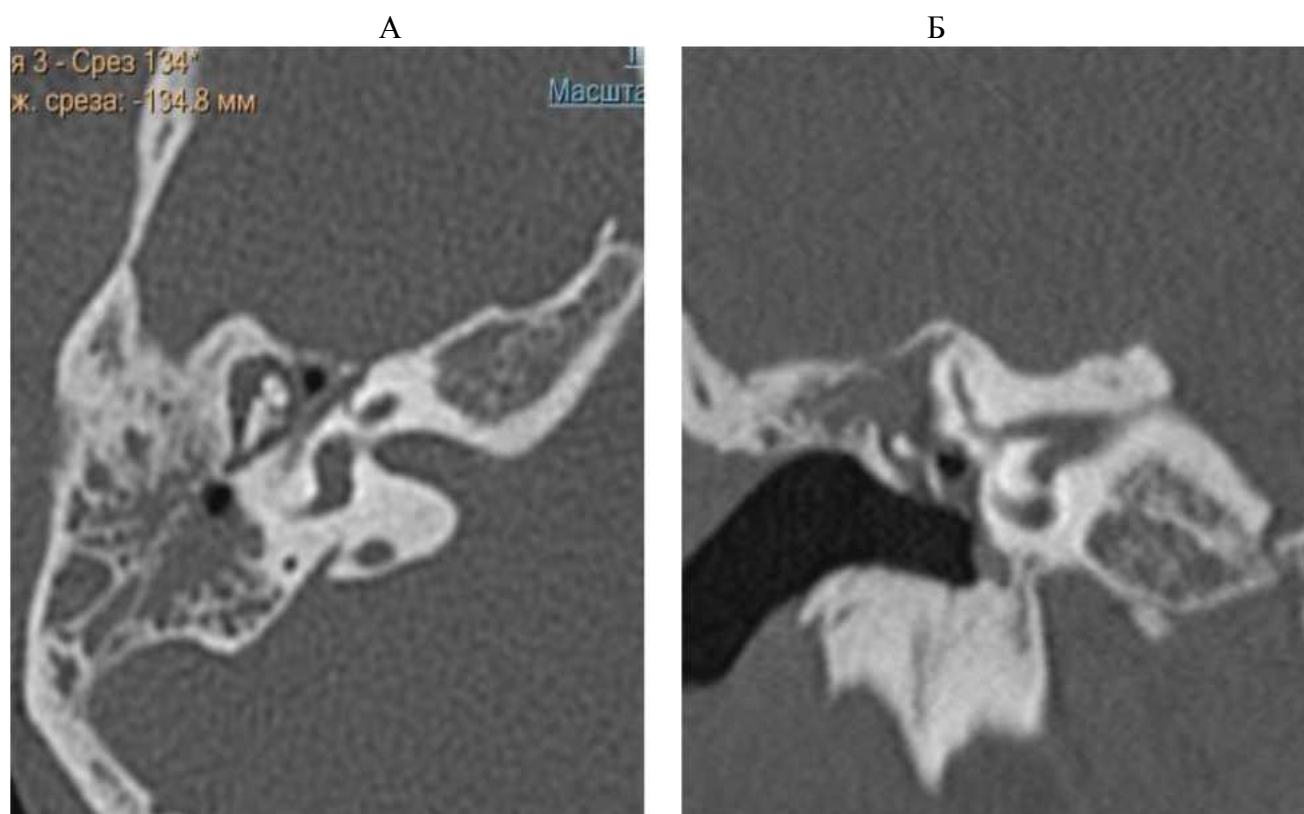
А, Б: КТ, правое ухо (А – аксиальный скан, Б – фронтальная реконструкция). Хронический правосторонний средний отит. По данным КТ – нет ремоделирования барабанной полости, деструкции и смещения косточек, скутум сохранен. Данных за холестеатому нет
